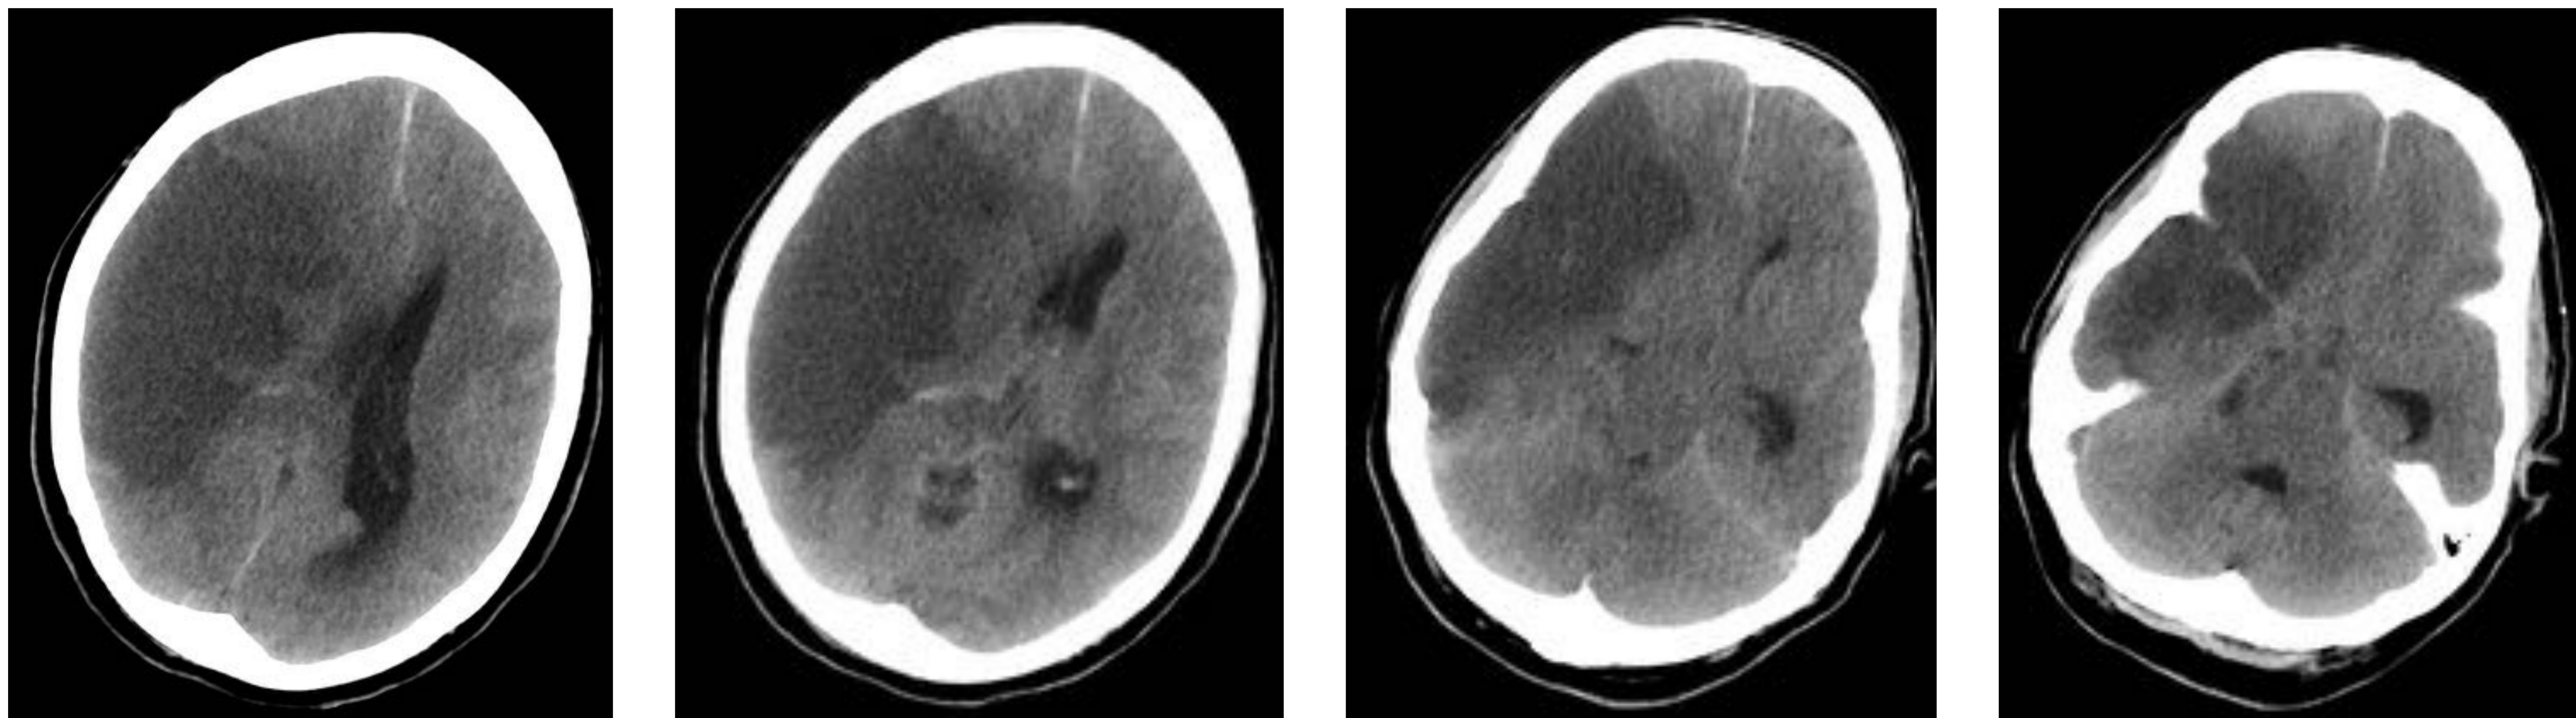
y 33 (cortes axiales TC): herniación subfalcina con desplazamiento de la línea media de 1,3 cm. Herniación transtentorial descendente con borramiento de los espacios cisternales basales, colapso del VL derecho y dilatación del VL izquierdo.
